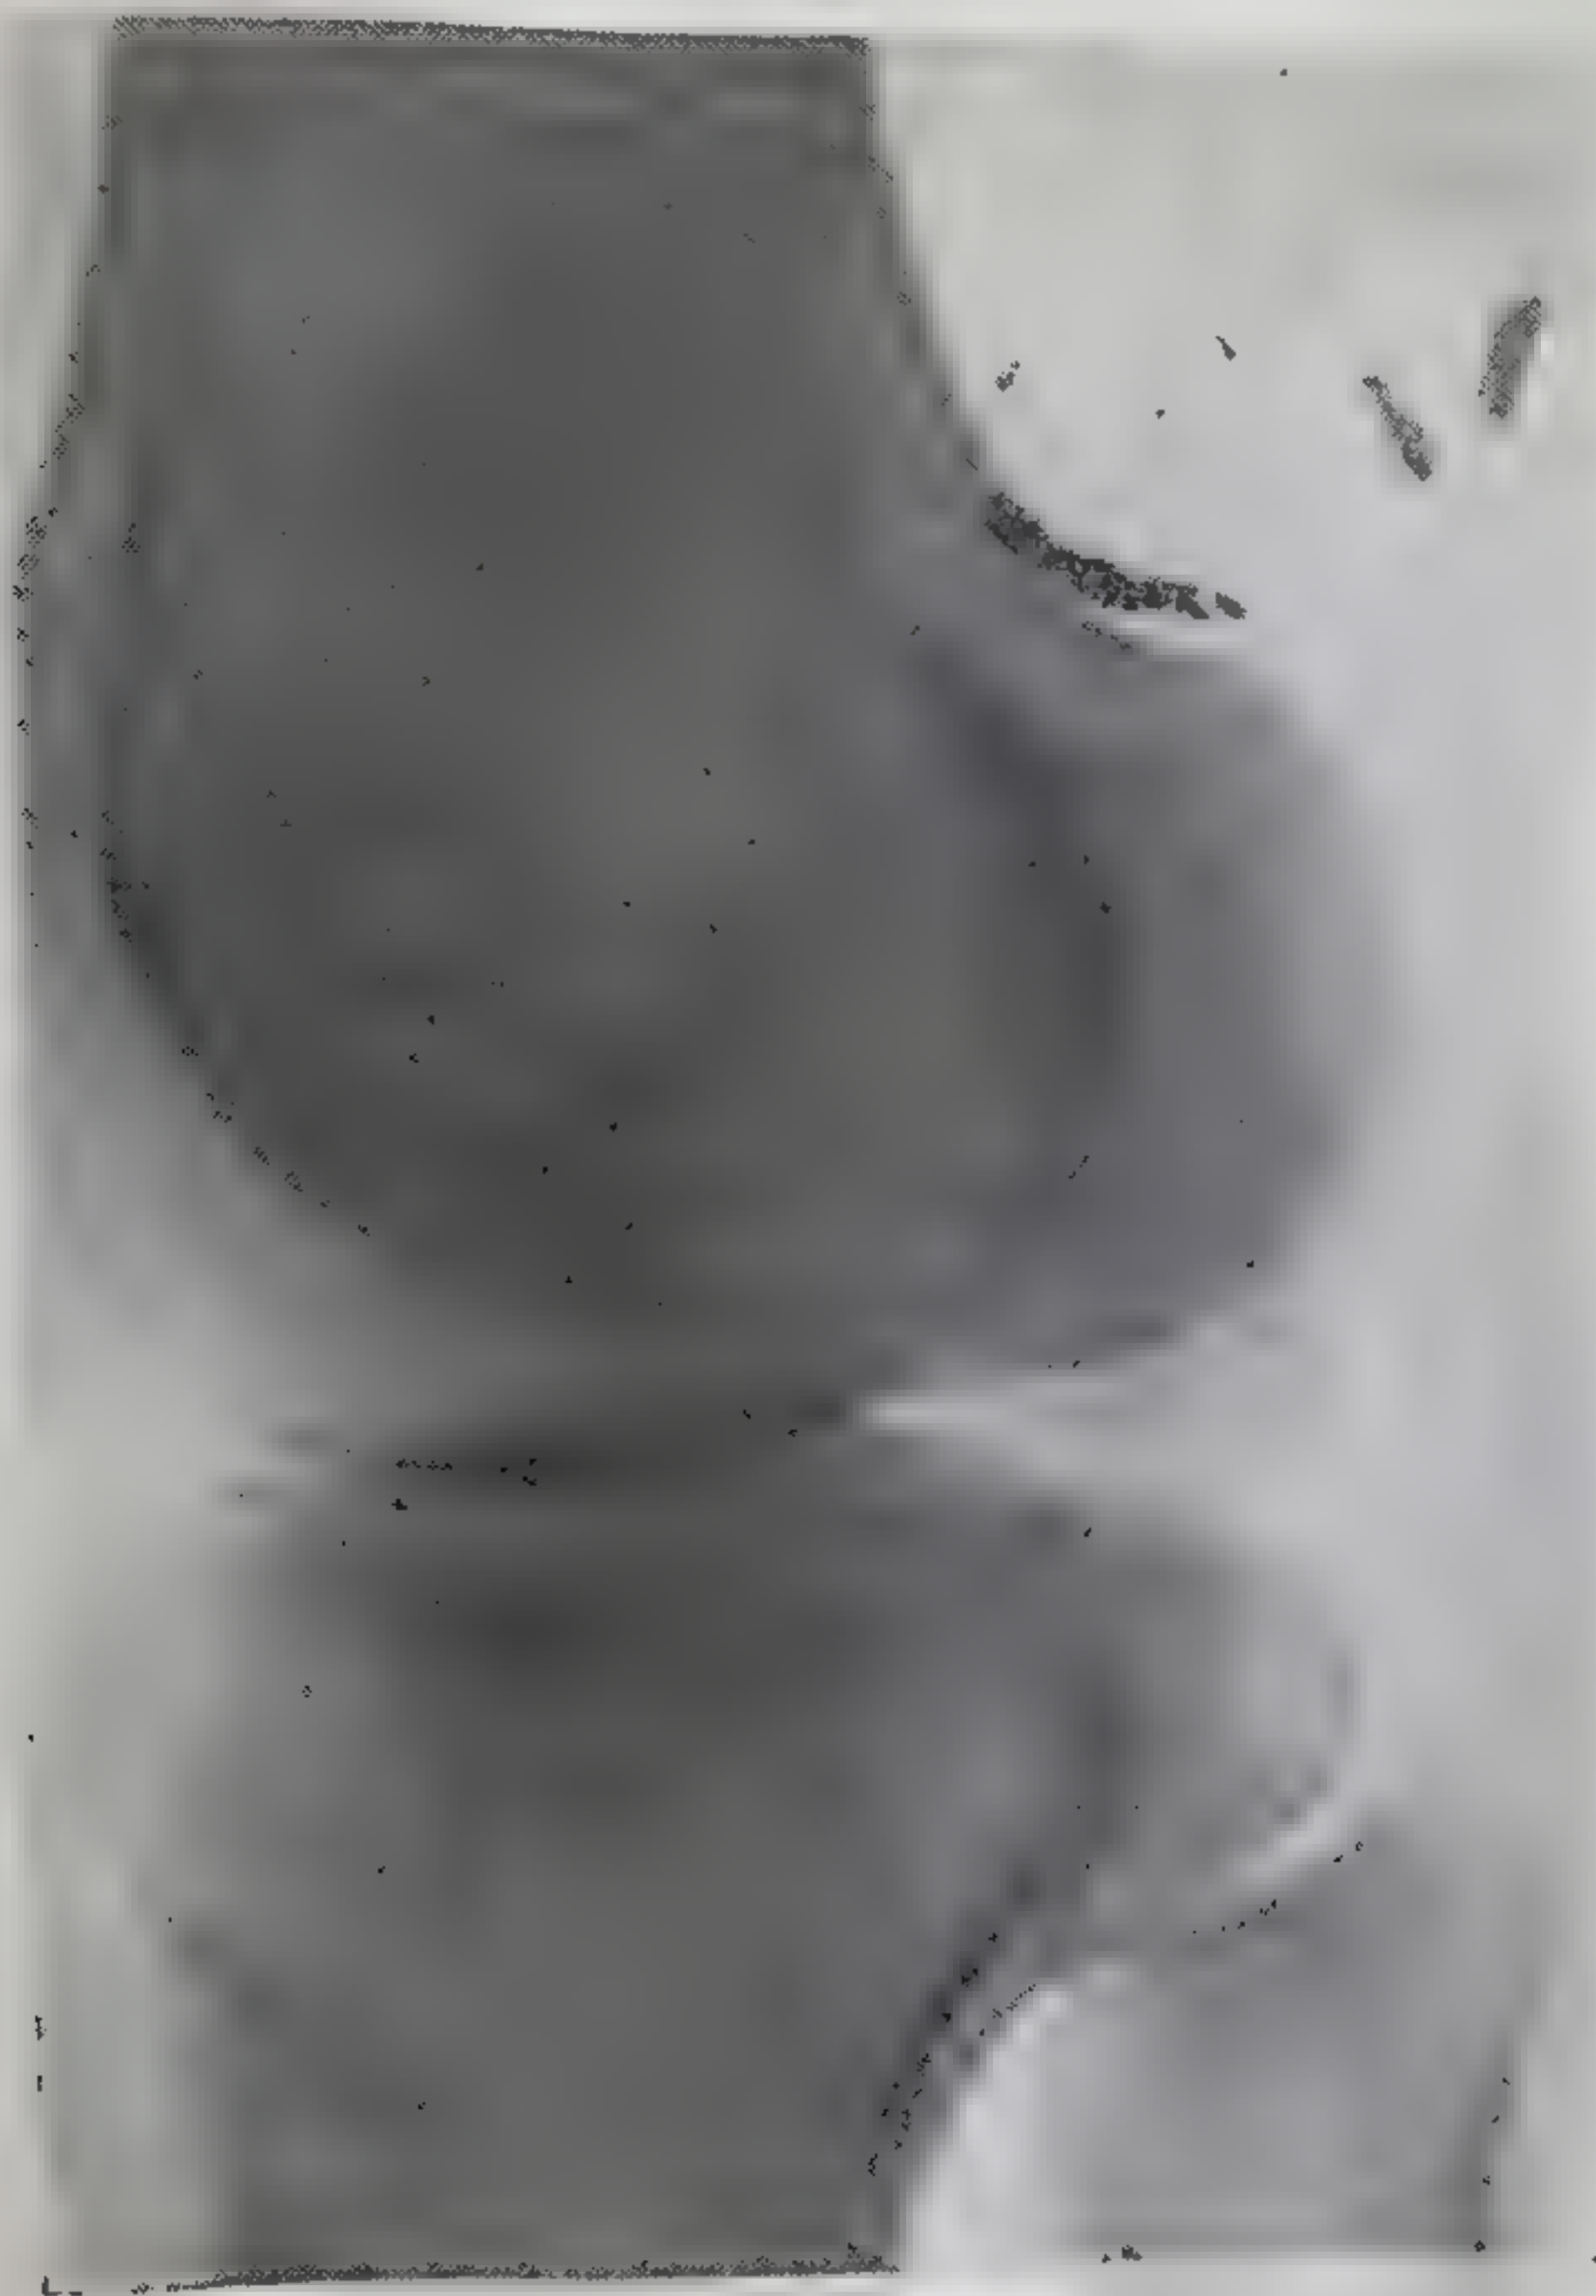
Рентгенограмма. Инородные тела в области сустава после огнестрельного ранения давностью 17 лет (по М. Е. Мхитаряну).
